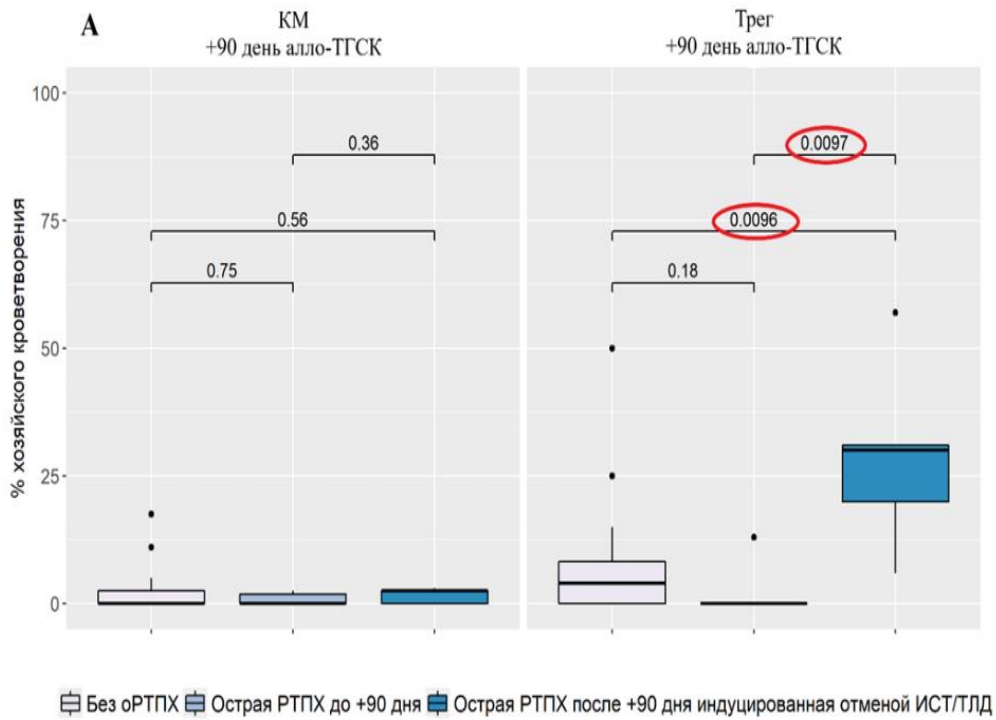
Химеризм в пунктате костного мозга и среди Т-кон и Т-рег периферической крови в зависимости от развития индуцированной оРТПХ, ассоциированной с отменой ИСТ/трансфузии лимфоцитов донора. А – химеризм на сроке
